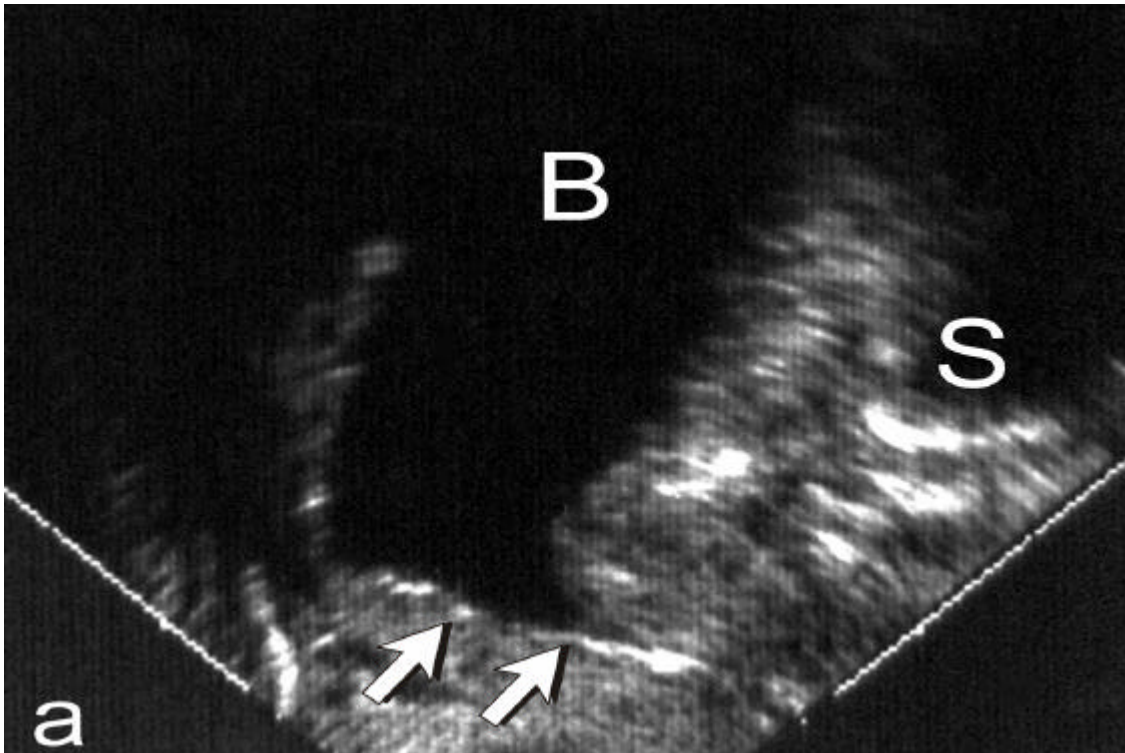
Introitussonographie, Beispiel einer Trichterbildung
